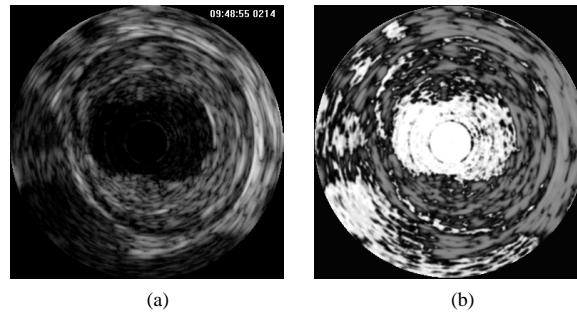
Typical intravascular ultrasound cross-sectional image (a) and corresponding speed function map for the lumen interface (b) calculated according to Eq. 4.10 where darker pixels depict lower speed values.
